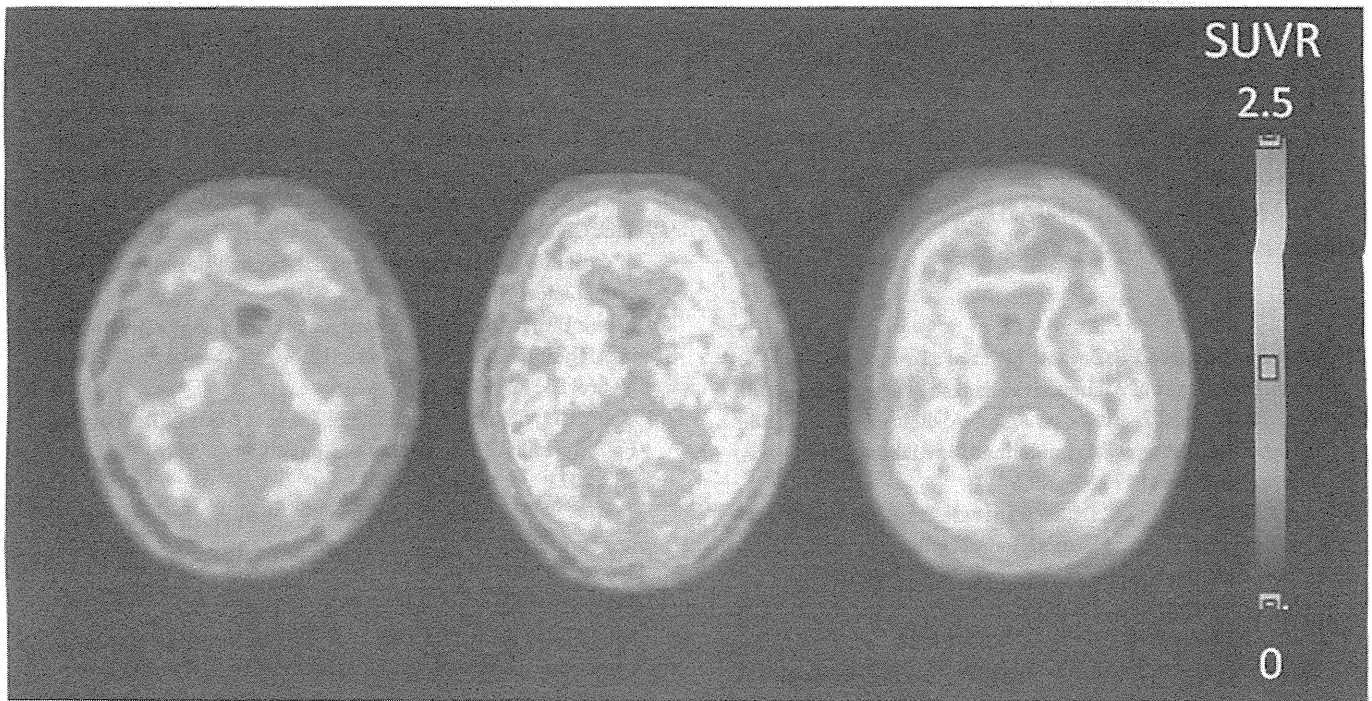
[¹¹C]PIB PET images
